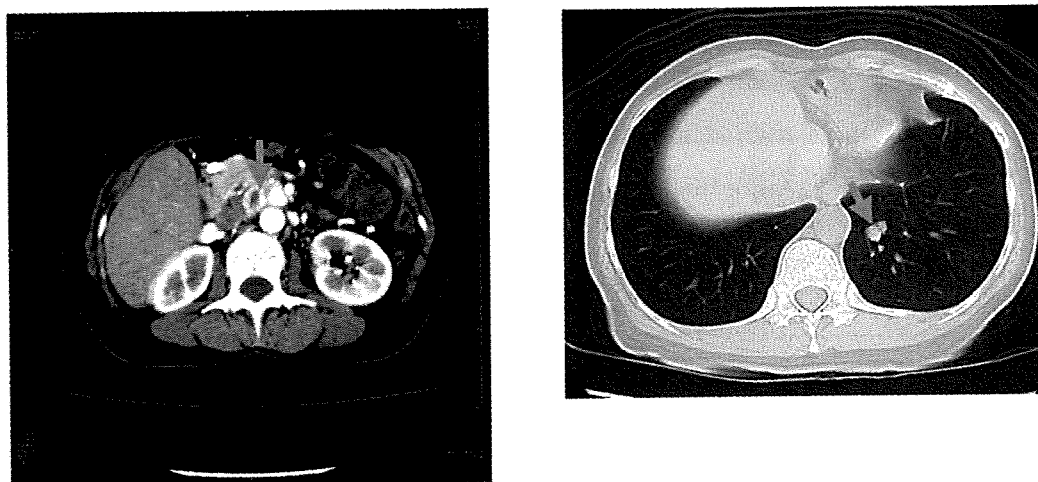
平成19年腹部造影CT(左)と胸部単純CT検査(右)
